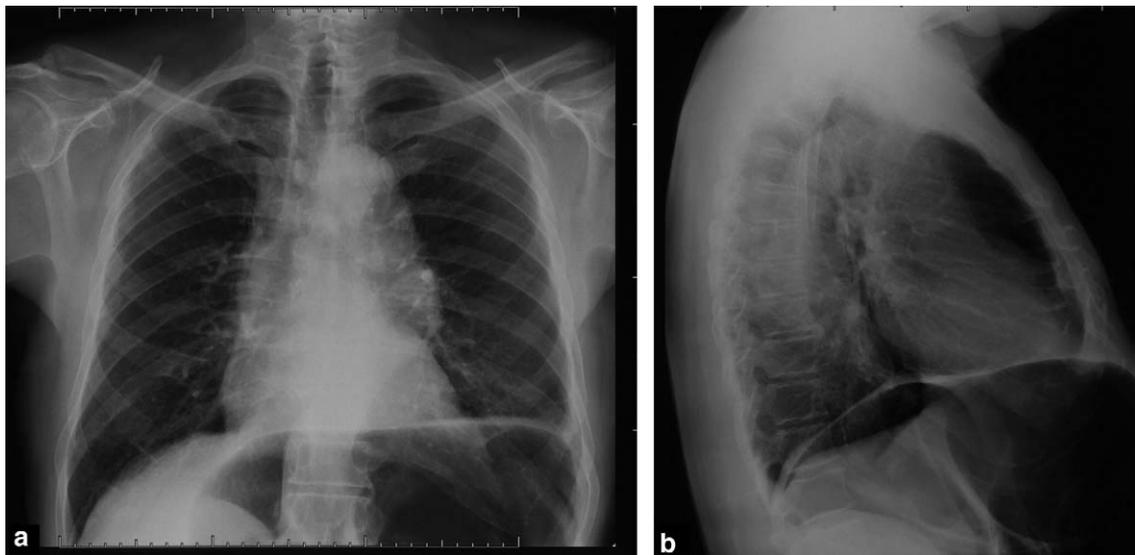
Radiographie thoracique face et profil : aorte sinuuse et opacité de contours flous en avant de l'aorte descendante.
